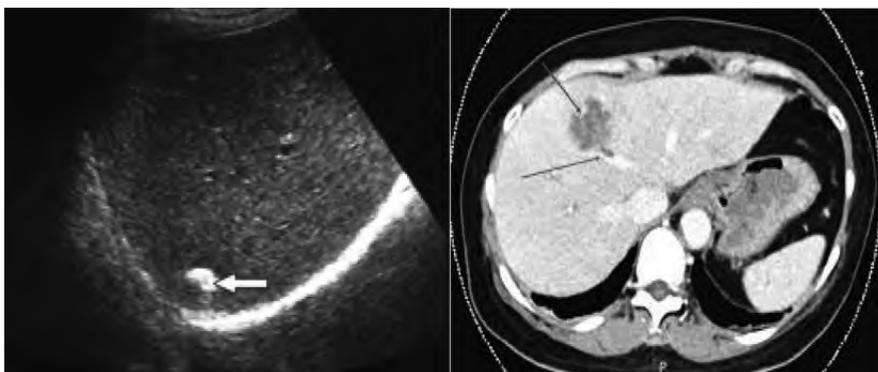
УЗИ- и КТМ-изображение абсцесса Q/C через 3 месяца после вмешательства
